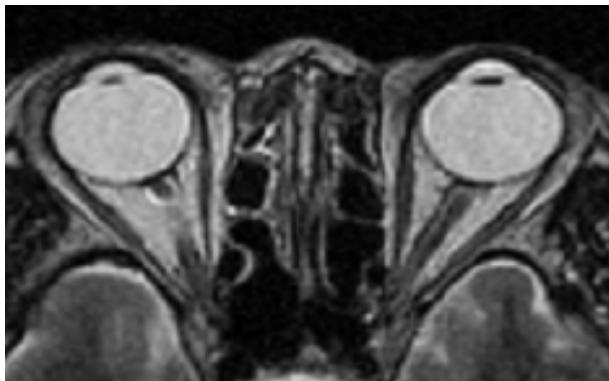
T1-weighted axial spin-echo nuclear MRI was performed 4 days after the cataract operation. It doesn't show asymmetry of the optic nerve sheaths.
